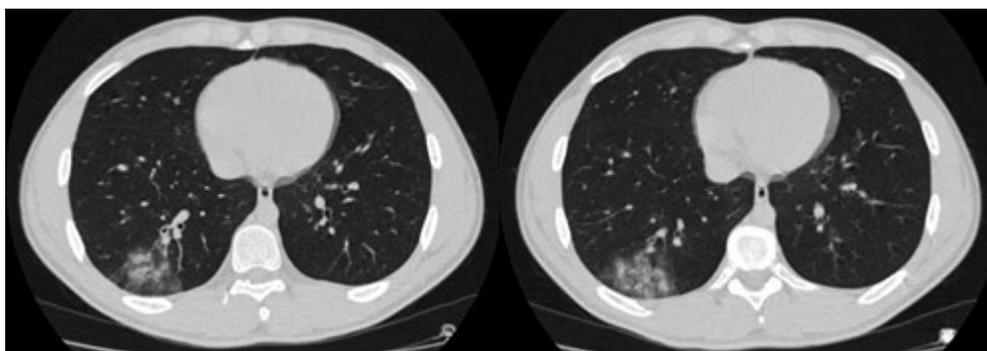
Компьютерные томограммы легких пациента П., 17 лет от 05.05.20 (объяснение в тексте).
